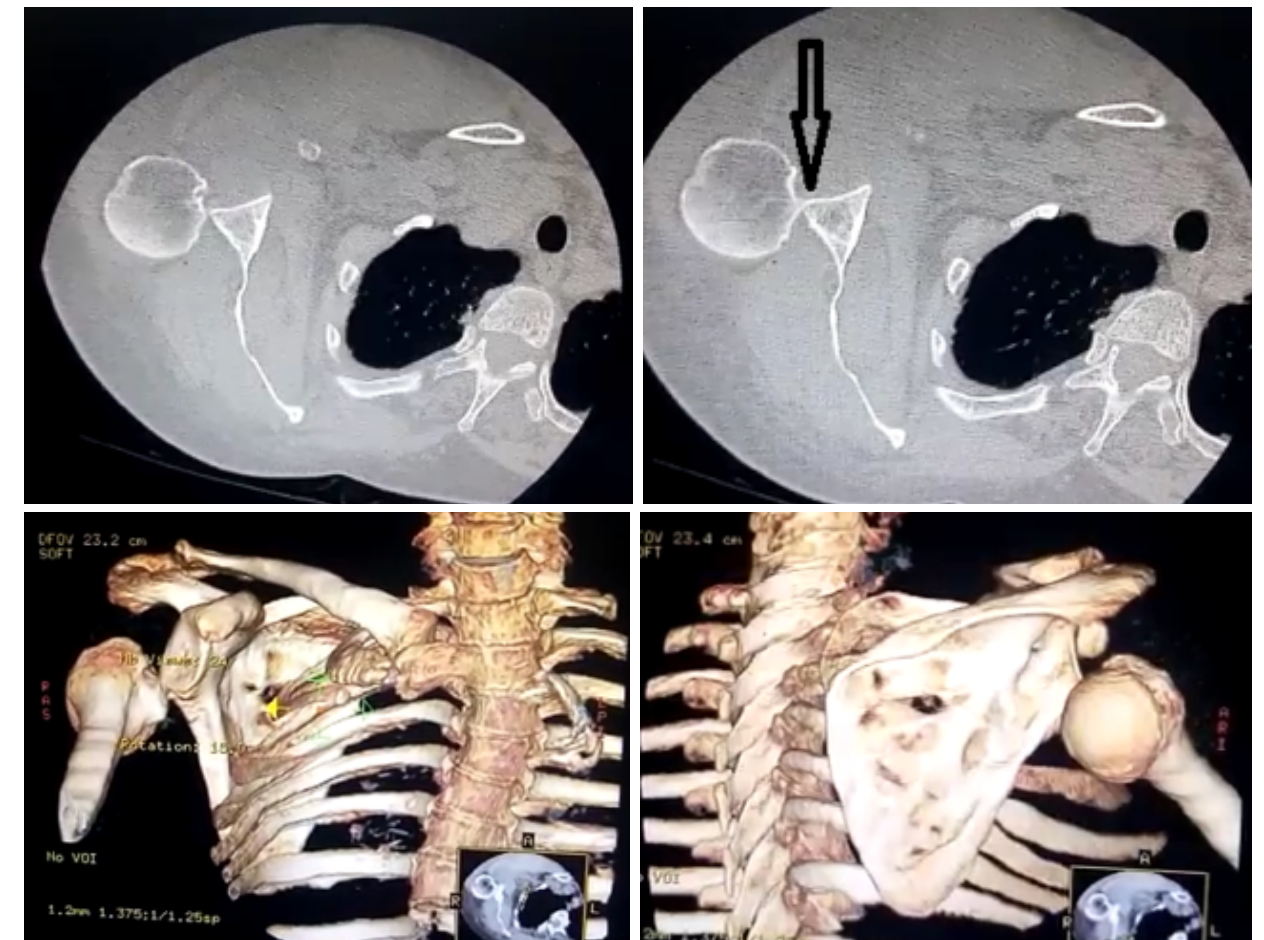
Tomografía con evidencia de luxación posteroinferior de hombro, flecha Hill Sachs reverso)
